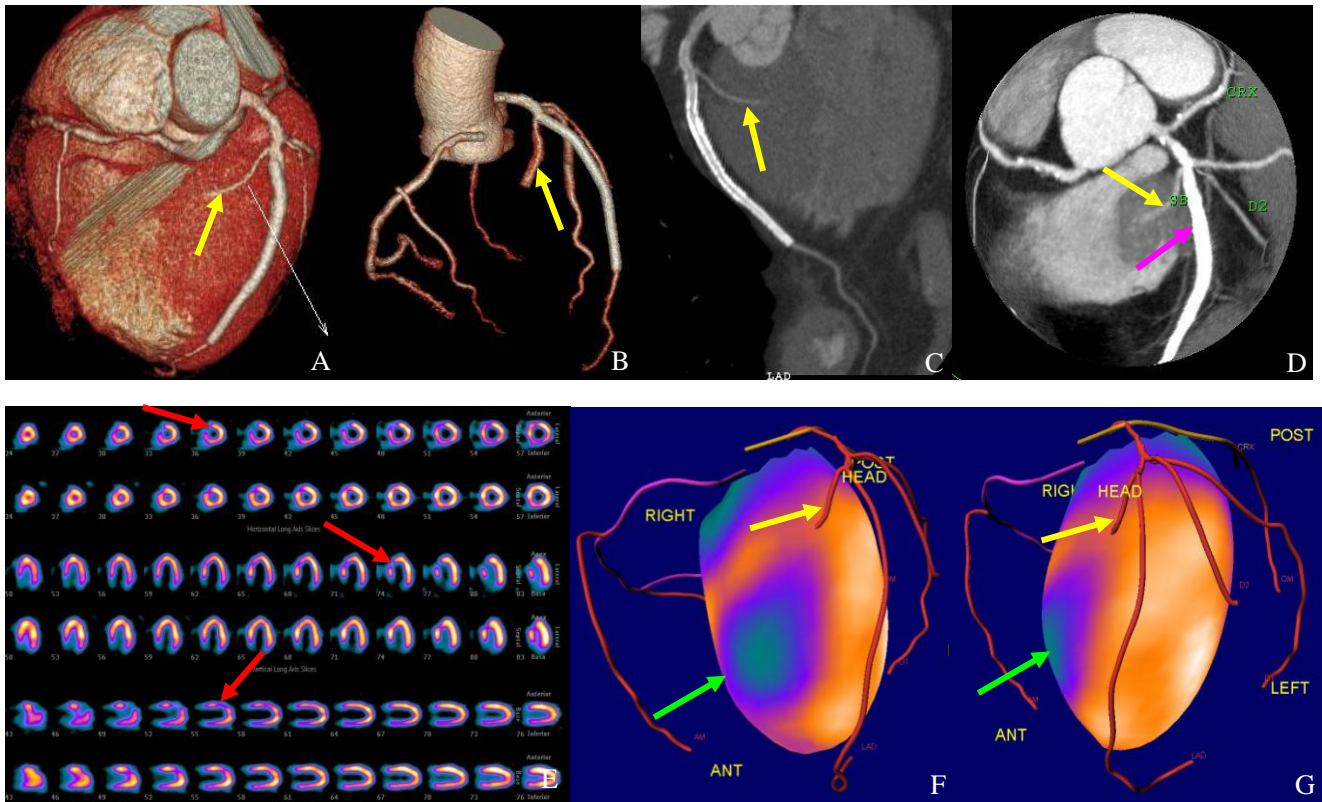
同机 SPECT/CT 获得的 MPI/CTCA 融合图像
